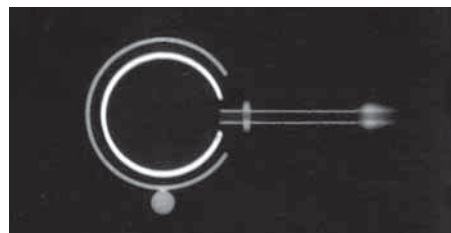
・LAP-BAND AP™システムのAccess Port IIの最上部または最下部のX線写真
